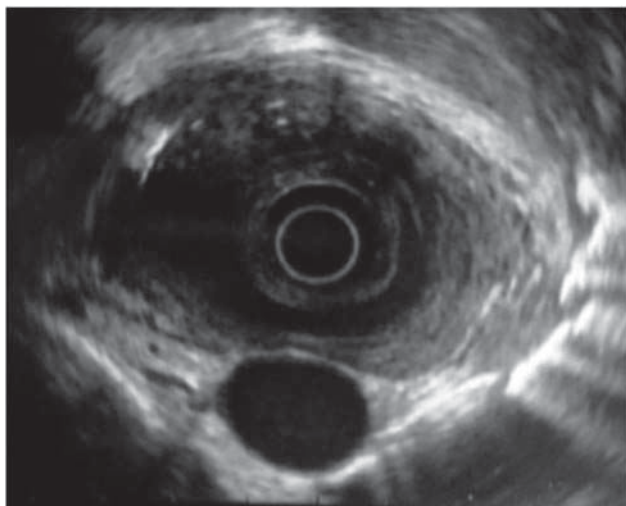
Ultrasonido endoscópico, se aprecia la lesión submucosa sin infiltración a órganos vecinos y sin adenopatías.
